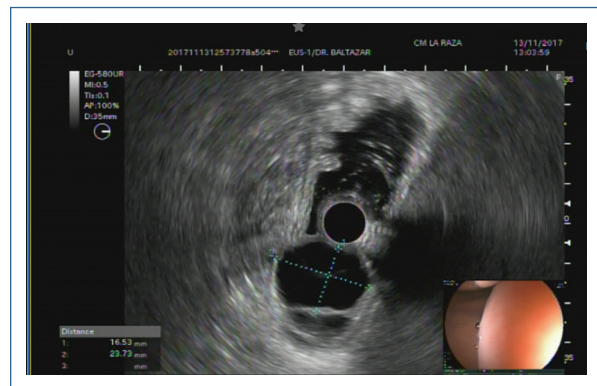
Ultrasonido endoscópico de tumor GIST donde se observa su extensión en el estroma de la pared intestinal.
